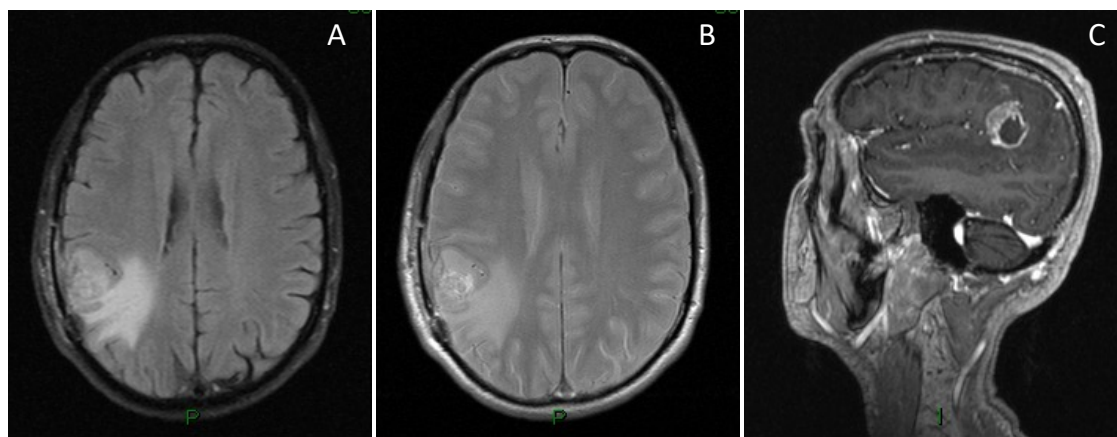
RM CE 05/08/2016, pós craniotomia a 27/07/2016 (A-C: FLAIR tirm axial, T2 axial, T1 sagital).
